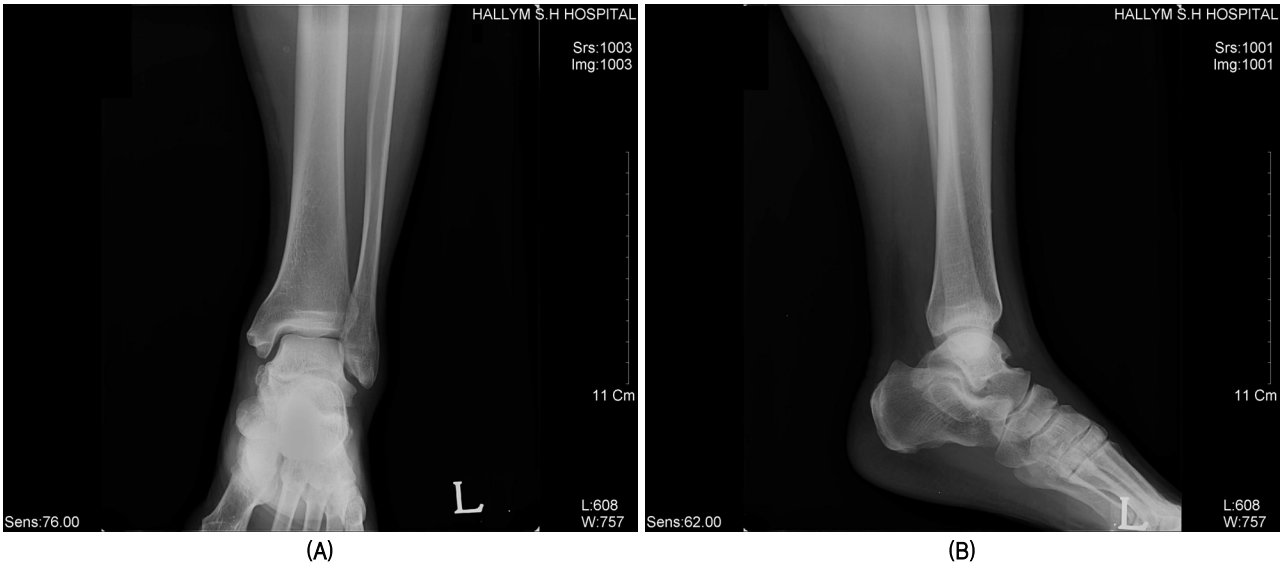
Preoperative plain posteroanterior (A) and lateral (B) roentgenograms of the left ankle revealed a typical characteristic of talocalcaneal coalition.('C-sign')
